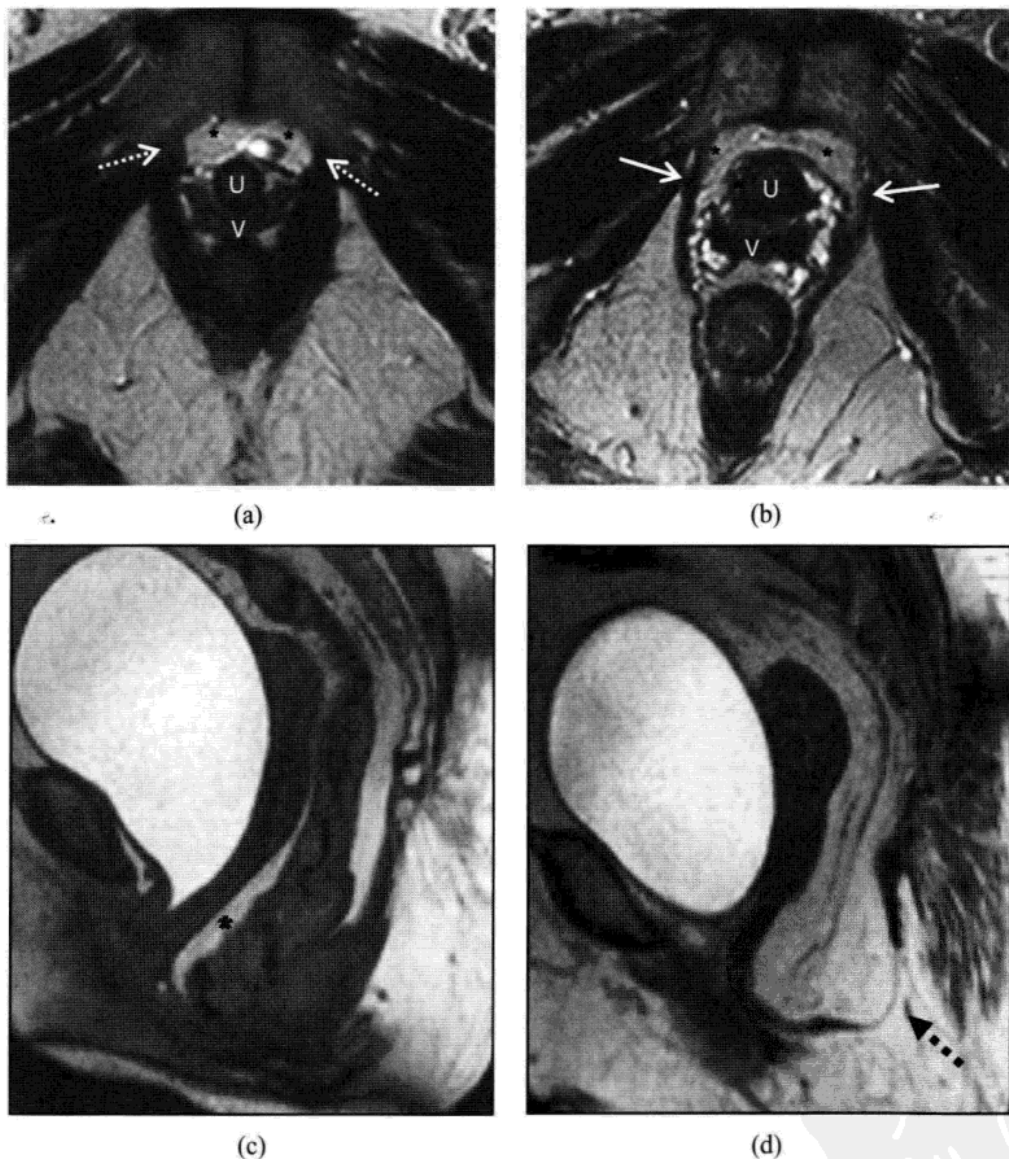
正常志愿者及尿道支持结构缺陷患者的 MRI 图像[尿道近端(U)、阴道(V)水平 TSE T₂WI 图像(TR/TE 5000/132)]。(a)27 岁健康志愿者的横断面图像，可见正常的水平 III 盆腔内筋膜支持结构()；虚箭为耻骨直肠肌的耻骨附着点，(b)55 岁 II 度 SUI 患者的横断面，可见典型的“八字胡”征()；耻骨直肠肌变薄(箭)，左侧明显。(c, d)动态 BFFE 序列 MRI(TR/TE 9/4)在屏气最大用力时的正中矢状面(c)及旁矢状面(d)，可见腹膜膨出(*)，内未见小肠成分；还可见局限性变薄、膨出的髂骨尾骨肌(虚箭)。
